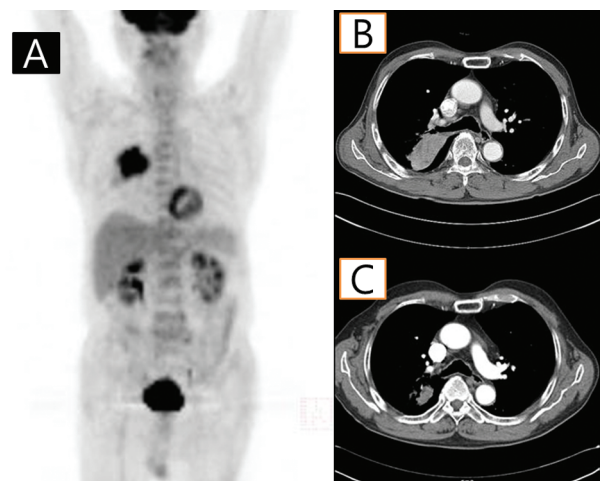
Whole body Positron Emission Tomography(PET) on 2010/03/02 shows lung cancer in RUL posterior segment with distal atelectasis & metastatic LNs in right hilar and right lower paratracheal area (A). Lung cancer size was 3.4x5.2cm in chest CT on 2010/03/02 (B). Lung cancer size was decreased to 2.0x3.3cm in chest CT on 2010/11/17 (C).
